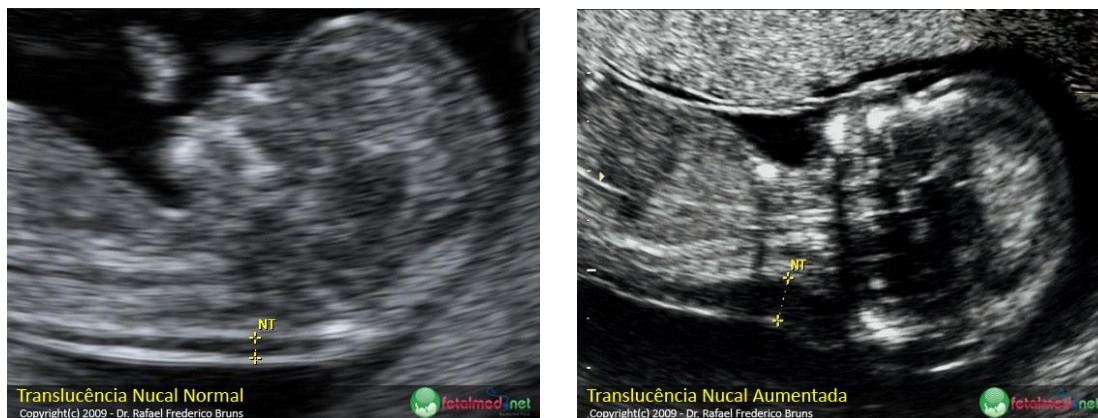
Ecografias de fetos com TN Normal e TN Aumentada
